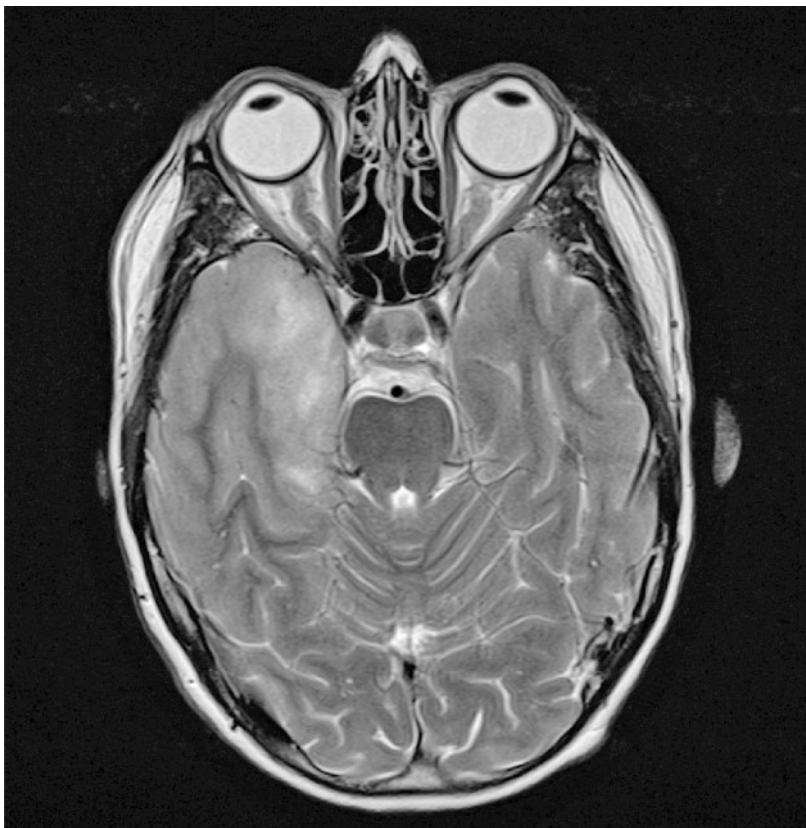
Magnetresonanztomographie (axiale T2-gewichtete Sequenz). Typischer MR-Befund einer Herpes-simplex-Enzephalitis mit Läsion im rechten Temporallappen: T2-hyperintense diffuse Signalveränderung mesial und in der Polregion.
